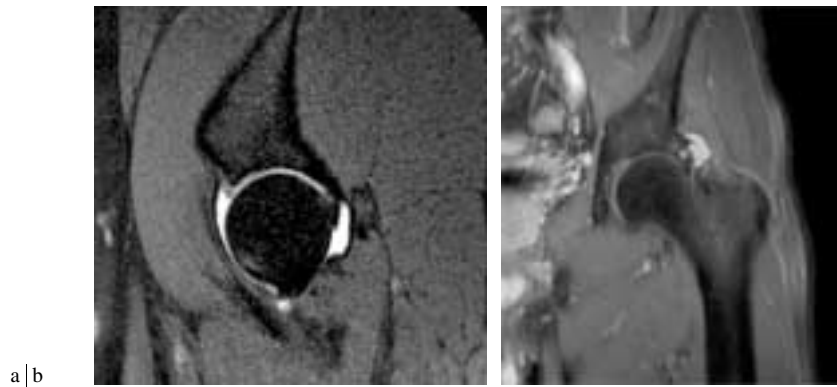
a) Arthro-IRM de hanche. Coupe axiale en pondération T1 et para-sagittale en pondération T2 et saturation de graisse. Aspect « fantomatique » du labrum, érosions (a) et œdème du col fémoral (b) en zone de conflit. b) Coupe coronale en spin écho, pondération T2 et saturation de graisse. Fissure labrale compliquée d'un kyste.
